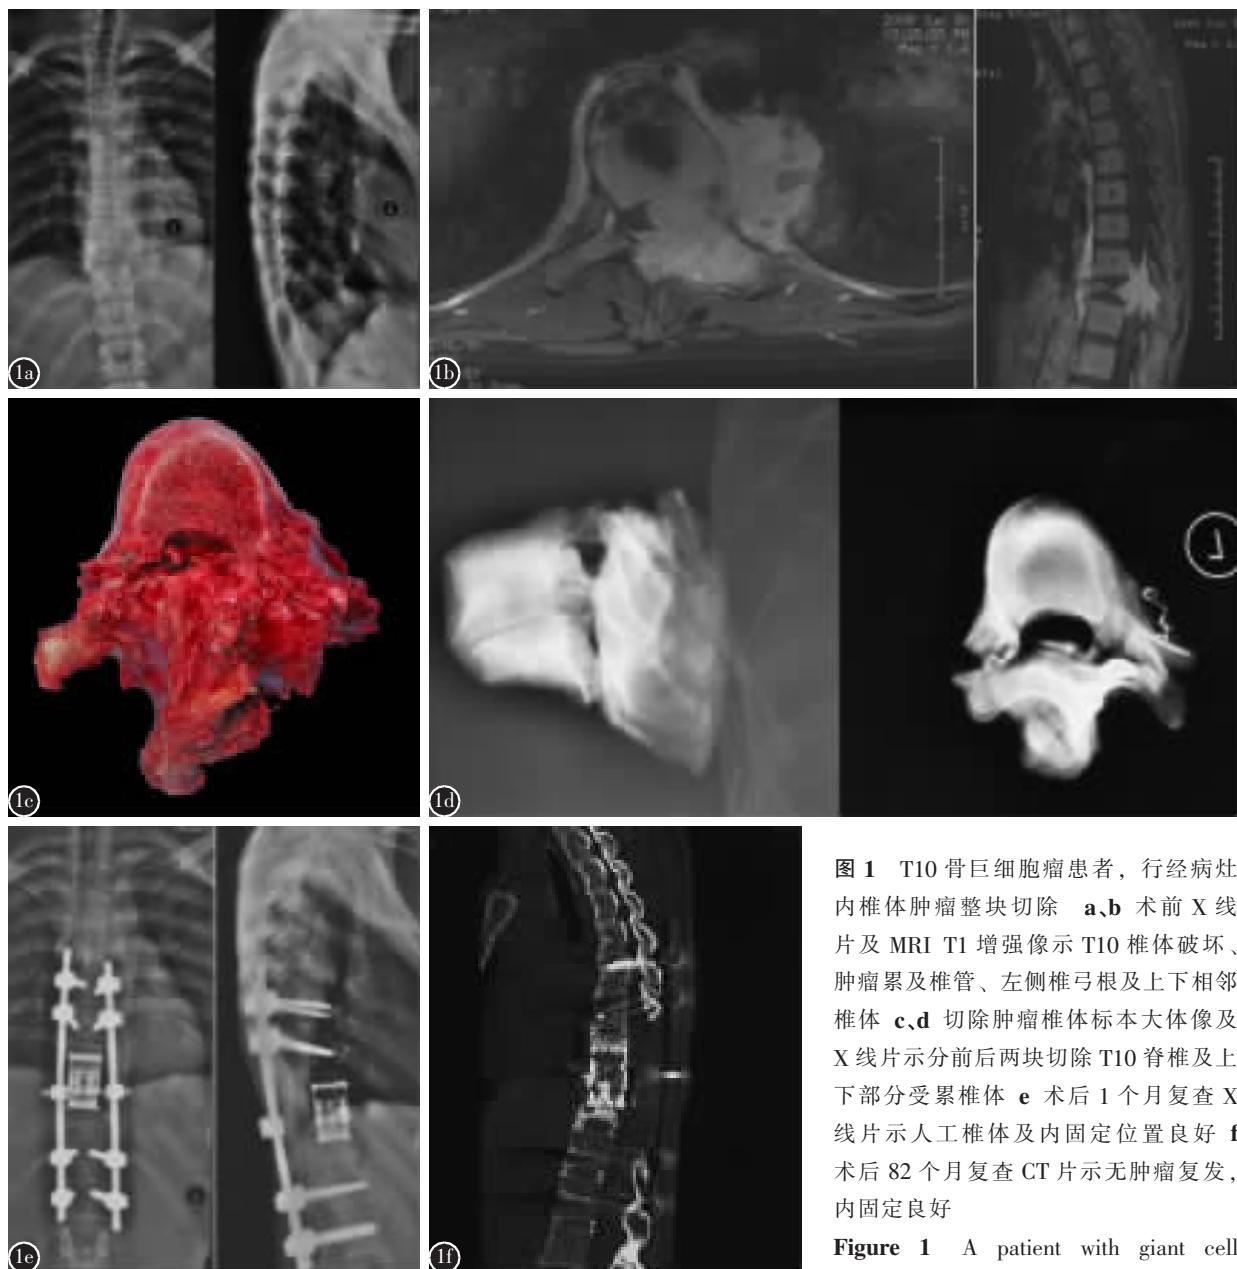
T10 骨巨细胞瘤患者，行经病灶内椎体肿瘤整块切除 a、b 术前 X 线片及 MRI T1 增强像示 T10 椎体破坏、肿瘤累及椎管、左侧椎弓根及上下相邻椎体 c、d 切除肿瘤椎体标本大体像及 X 线片示分前后两块切除 T10 椎体及上下部分受累椎体 e 术后 1 个月复查 X 线片示人工椎体及内固定位置良好 f 术后 82 个月复查 CT 片示无肿瘤复发，内固定良好
